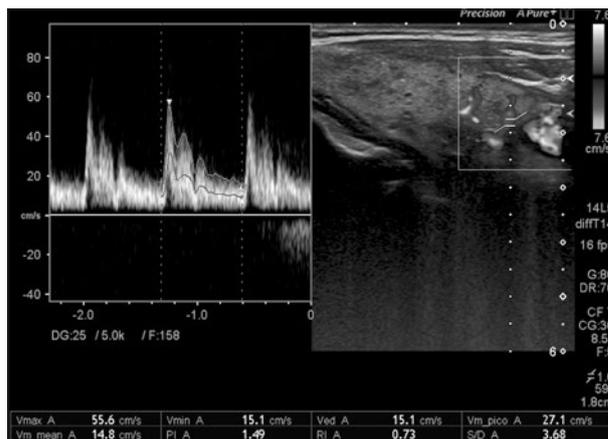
Doppler espectral con la determinación de la VPS-ATI.
